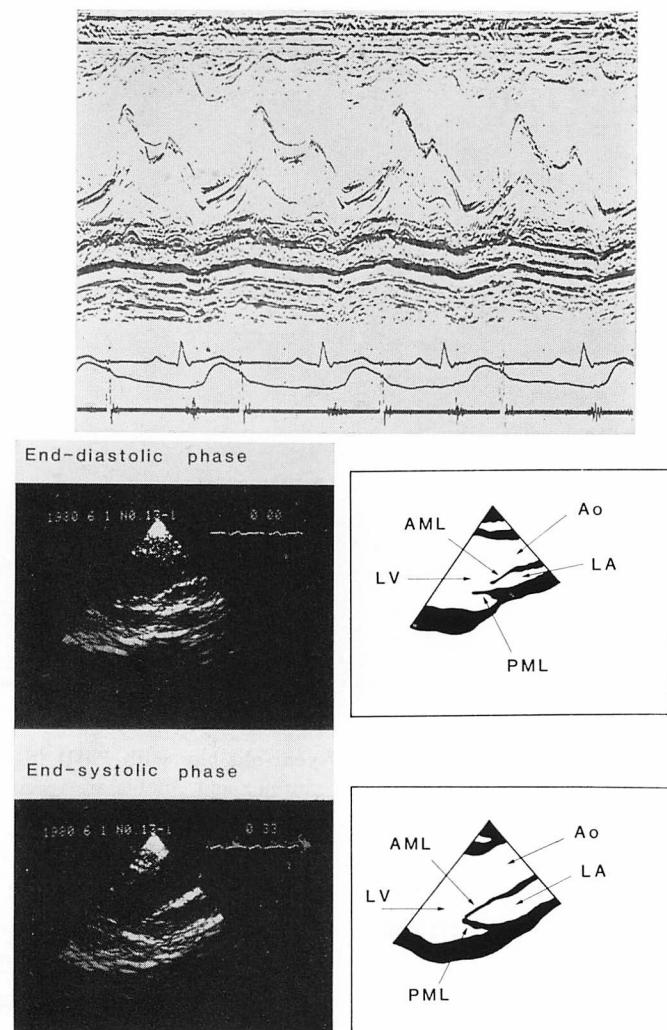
M-mode and two-dimensional echocardiograms from a 17-year-old boy with PMD (S-D 6).
